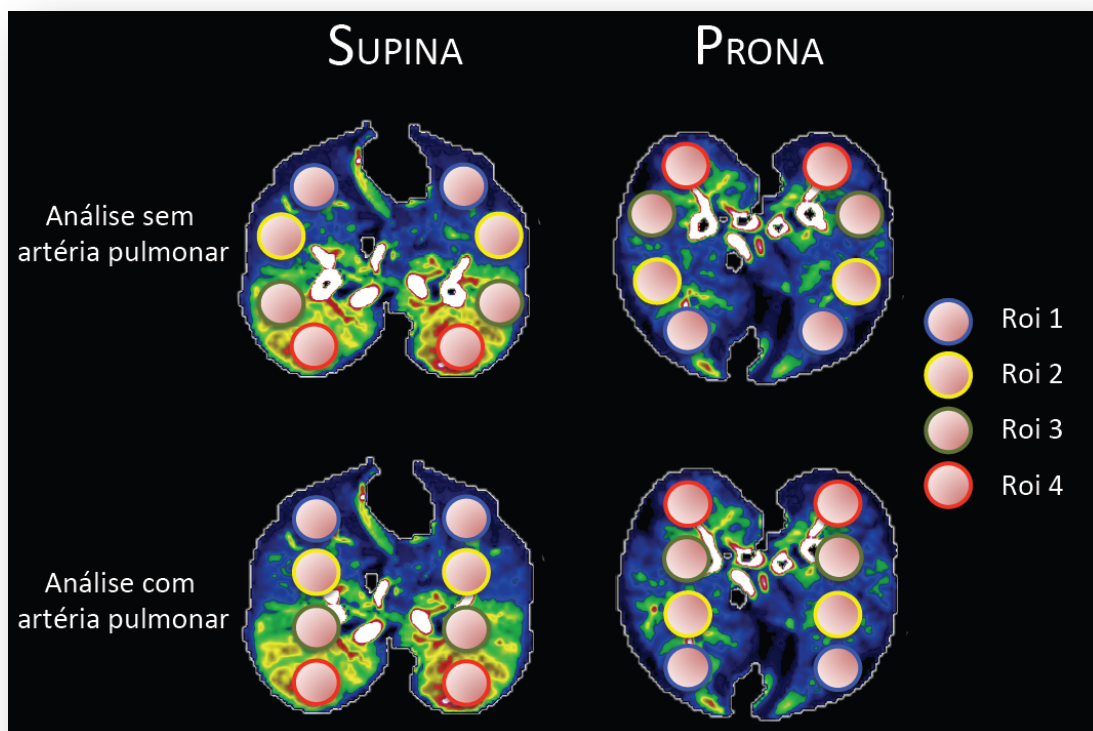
Padrão de definição da ROIs pulmonares no estudo da perfusão pulmonar pela TC. Na região superior, a artéria pulmonar foi excluída das ROIs enquanto que na região inferior, as ROIs 2 e 3 incluíam a artéria pulmonar.
